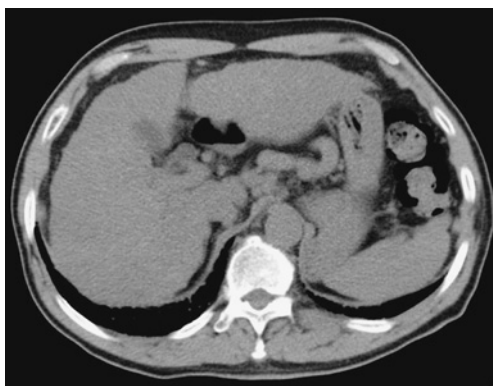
Abdominal CT shows the irregular surface and atrophy of the liver and splenomegaly, suggesting liver cirrhosis.
